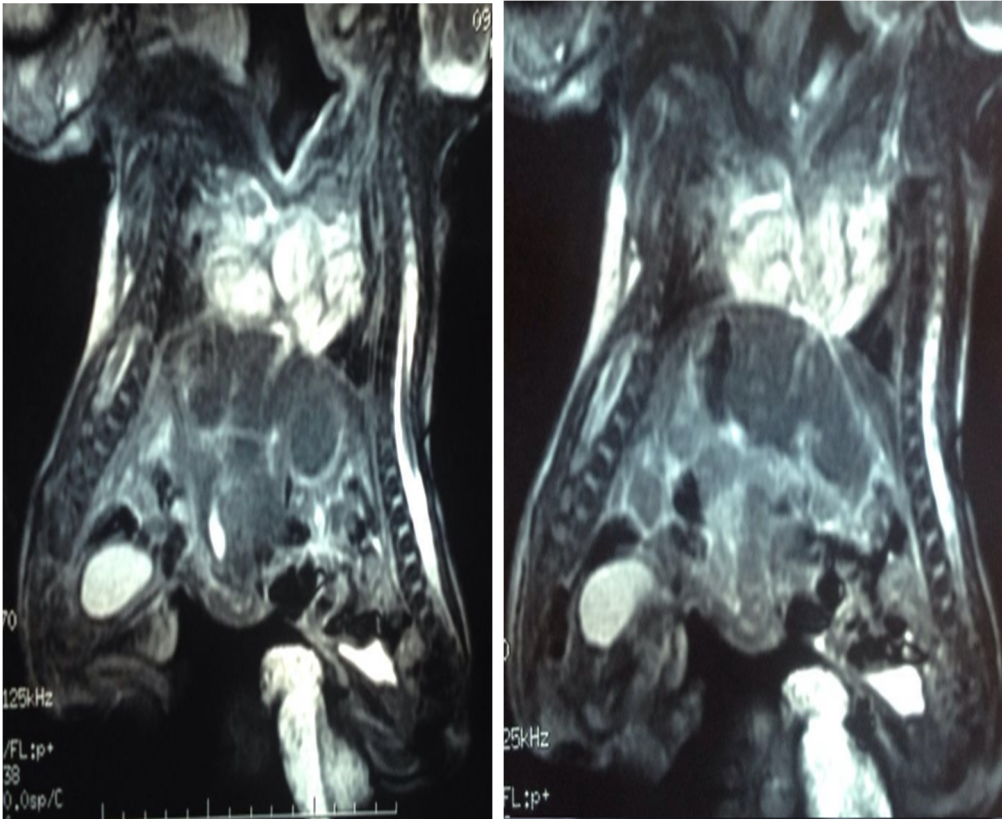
IRM thoraco-abdominale montrant un foie en commun et deux cœurs.
